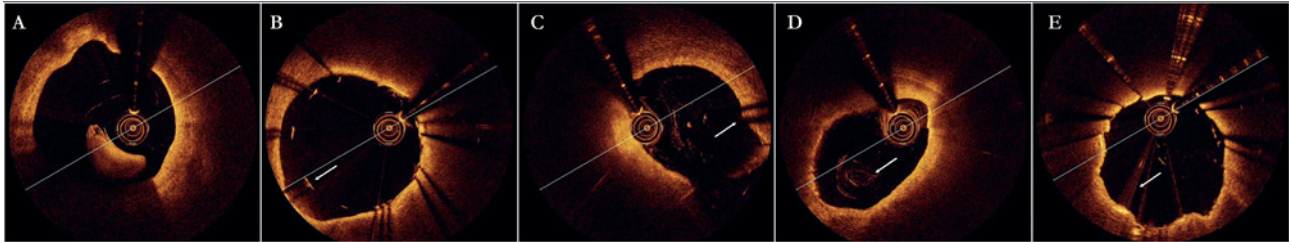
Artefactos más comunes con el nuevo sistema C7 XR9. A: artefacto de discontinuidad; el rápido movimiento de la guía produce un defecto de alineación de la pared del vaso, tal y como se observa en el ejemplo. B: artefacto por excentricidad de la guía; en la figura se puede observar la elongación (flecha) de los *struts* por pérdida de la resolución, en lo que se ha denominado el fenómeno del carrusel. C: artefacto de plegamiento; en bifurcaciones de grandes vasos se puede observar esta morfología en plegamiento (flecha), característica del nuevo sistema FD-OCT (Fourier Domine-Optical Coherence Tomography). D: artefacto por la presencia de células sanguíneas; la flecha señala tejido sanguíneo en el interior del vaso, que puede llegar a confundirse con un trombo intravascular. E: artefacto de saturación; la flecha señala el artefacto producido por el reflejo de la luz en los *struts*.
